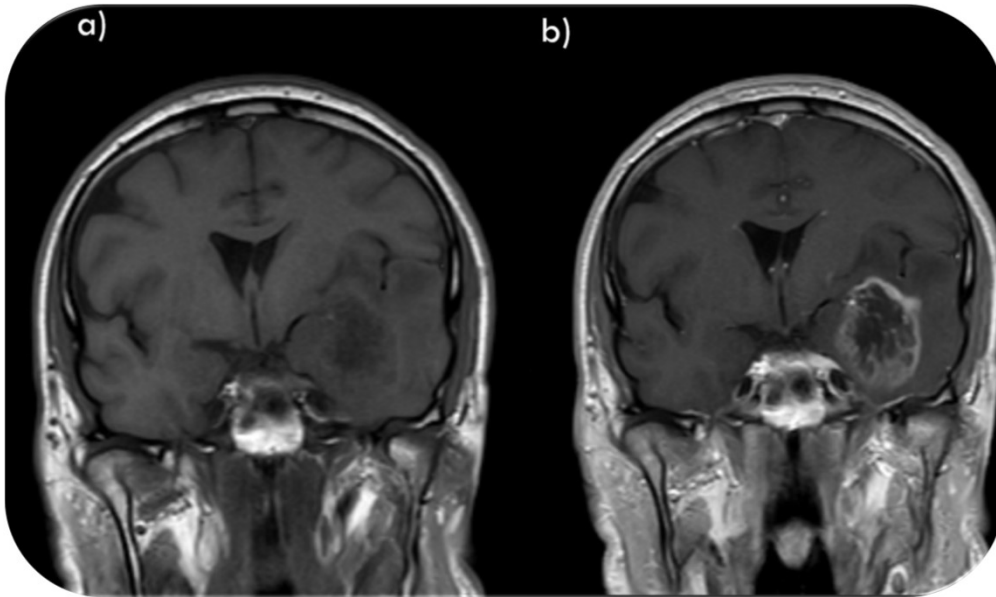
Estudio de RM de un paciente con un glioma grado IV de la OMS. Masa hipointensa con realce en anillo irregular centrada en el lóbulo temporal izquierdo.
